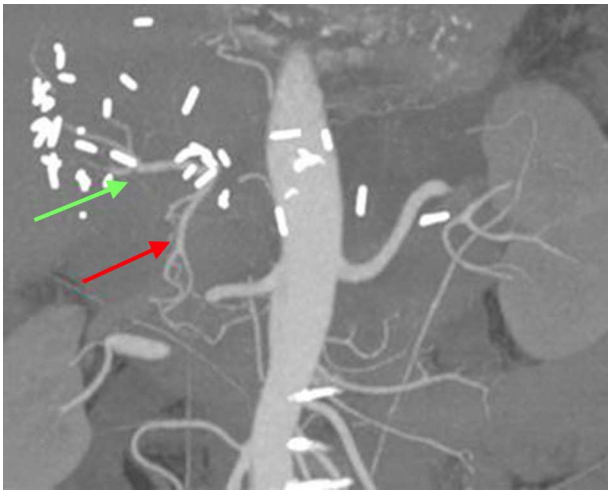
Angio TAC a los 15 días tras intervención quirúrgica que muestra revascularización hepática mediante arteria gastroduodenal (roja) y presencia de hepática propia (verde).
